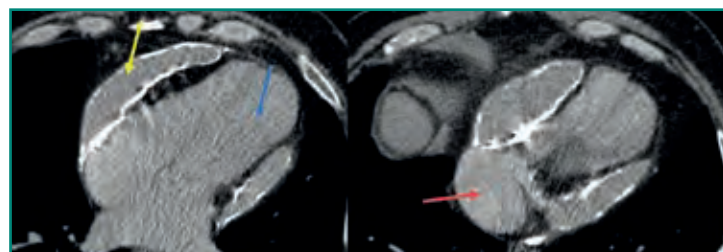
TC en paciente con pericarditis constrictiva. Se observa derrame pericárdico con calcificación periférica (*flecha amarilla*) y signos indirectos de constricción, con ventrículos tubulares (*flecha azul*) y dilatación de las aurículas y vena cava (*flecha roja*).
